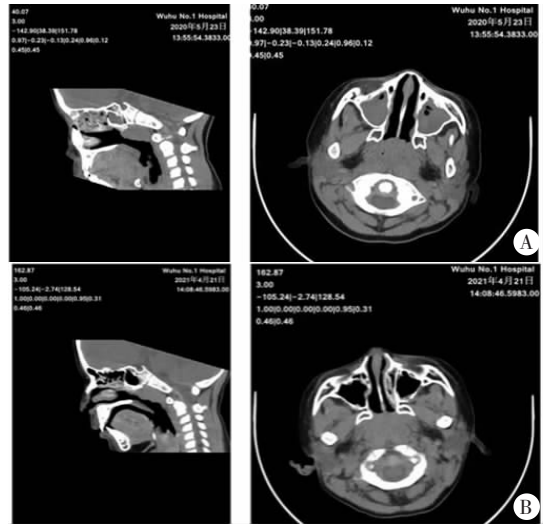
普通 AH 患儿及 AH 合并 OSAHS 患儿的鼻咽部 CT 表现
